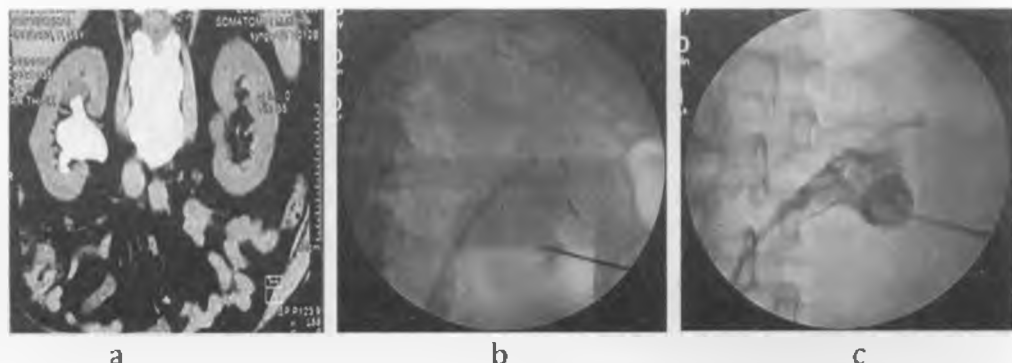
a) CT abdominal, calcul renal coraliform pe dreapta; rezolvarea calculului prin NLP; b) puncția calicelui inferior, vizualizare imagistică; c) plasarea nefrostomei în sistemul pielocaliceal după fragmentarea și extragerea calculului
